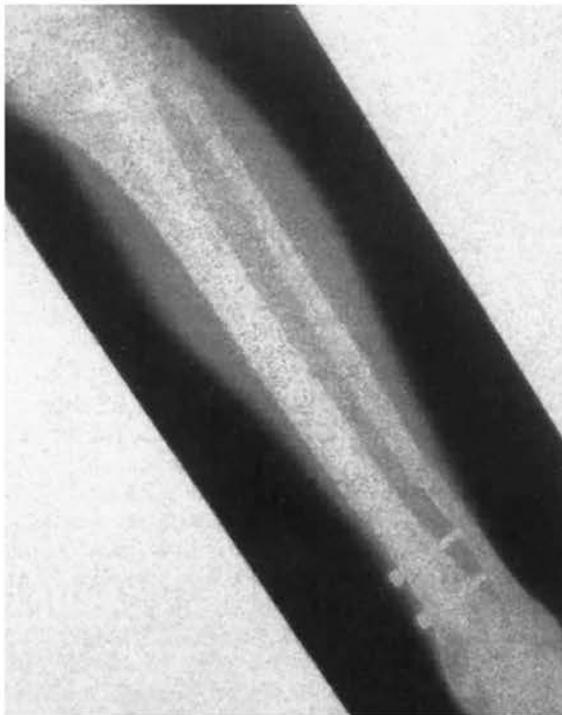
Radiografía AP post quirúrgica de paciente tratado con clavo de Ortofix en el Hospital Alcívar.
